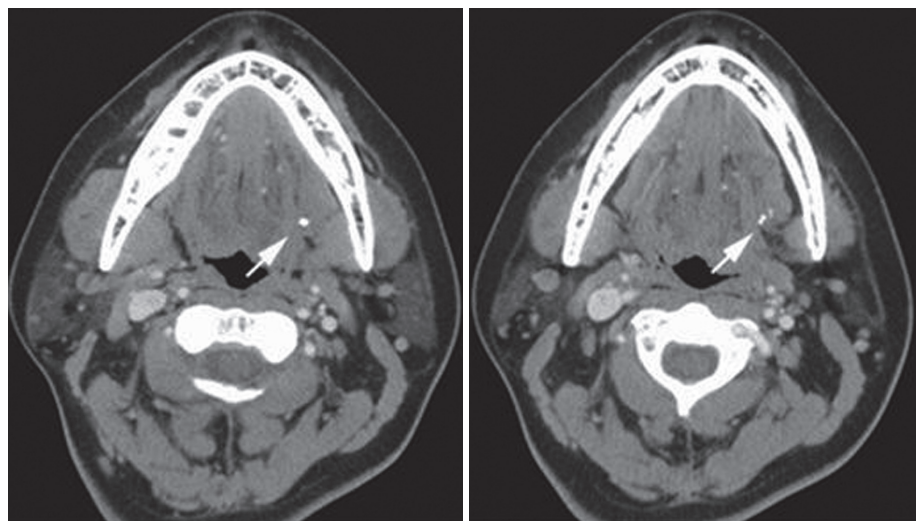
Axial view of neck CT scan 2 months later after resection of the left submandibular gland. There were stones in the left mouth floor.
